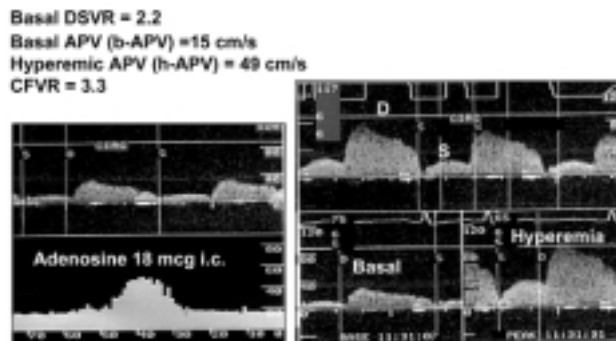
Registrazione della velocità di flusso coronarico con guida Doppler. Viene rappresentato lo spettro della velocità di flusso e calcolato il valore di velocità media di picco (APV). Si riconosce l'andamento fasico del flusso e il caratteristico aumento del flusso diastolico. Viene indicato il rapporto tra velocità media diastolica e sistolica (DSVR). Nel pannello di sinistra in basso la registrazione in continuo del trend della velocità media di picco mostra l'aumento della velocità di flusso nella fase di iperemia indotta dalla somministrazione intracoronarica di adenosina. La riserva coronarica di flusso (CFVR) viene calcolata come rapporto tra la velocità iperemica (h) e quella basale (b).
